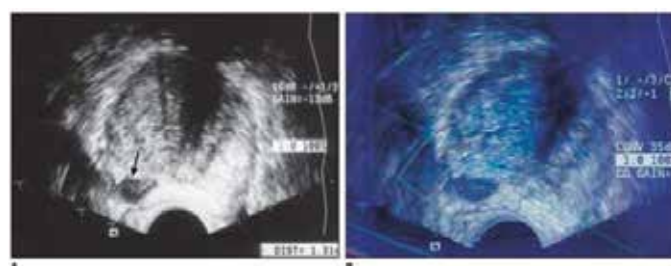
CaP: Nódulo hipoeicoico na zona periférica do lobo direito (A). Ao Doppler colorido não se observa aumento da vascularização focal (B). À histopatologia observou-se área de infarto
